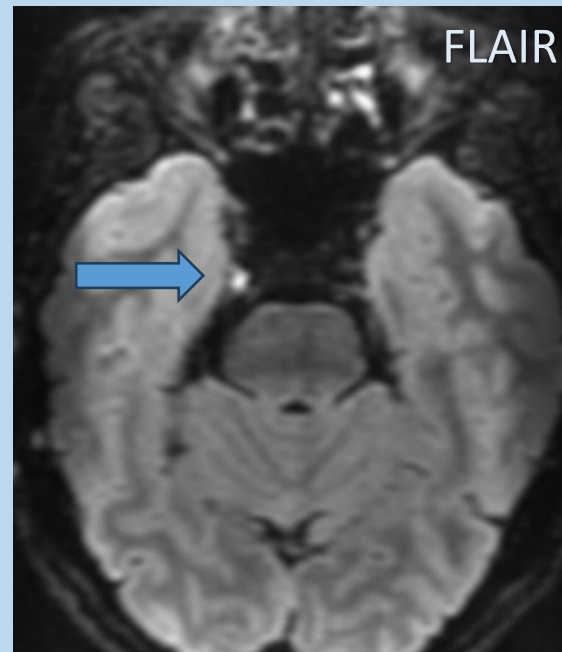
Imagen compatible con encefalocele temporal derecho de unos 4.4 x 3 mm de diámetro en plano axial (flechas azules) (signo de la muesca), con hiperseñal T2/FLAIR asociada, que se introduce a nivel seno cavernoso derecho de localización retrocarotidea. Se aprecia así mismo una asimetría del realce entre ambos senos cavernosos, siendo más prominente el derecho, por el aumento de presión secundario al encefalocele, con elongación de carótida intracavernosa.
